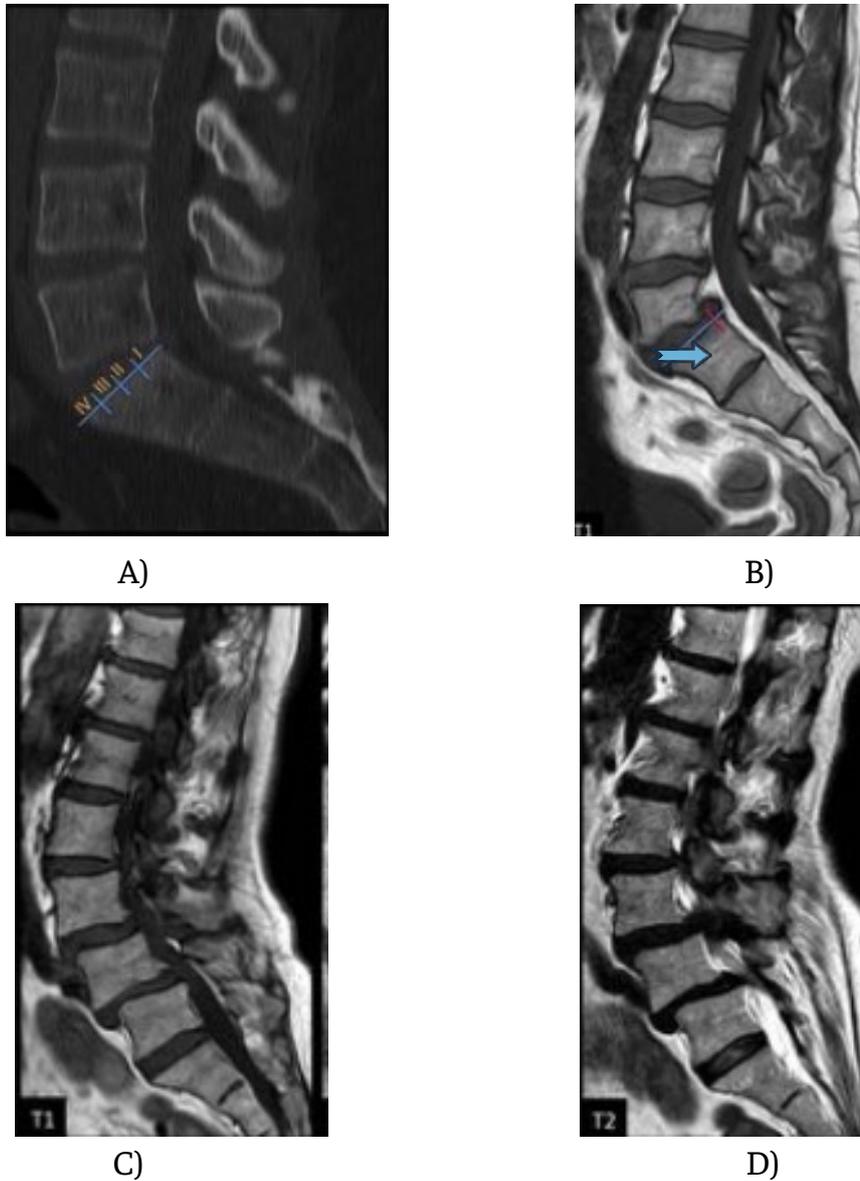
A) se grafican los grados de desplazamiento en el cuerpo de la primera vértebra sacra B) y C) se evidencia un desplazamiento grado I (flecha), D) se evidencia un desplazamiento grado II (flecha) Osorio iría, Tirapu de Sagrario G, Blanco M, Castiñeora J. La radiología de la columna vertebral mediante TC y RM (26).
